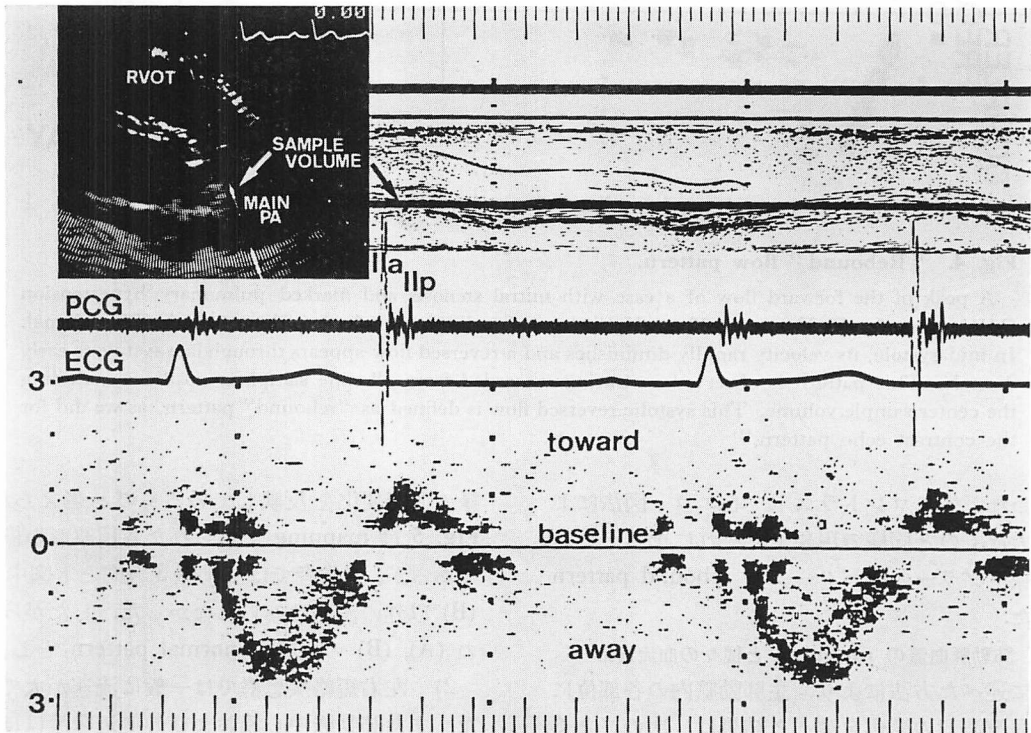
Peripheral Doppler flow pattern in a healthy normal subject.
